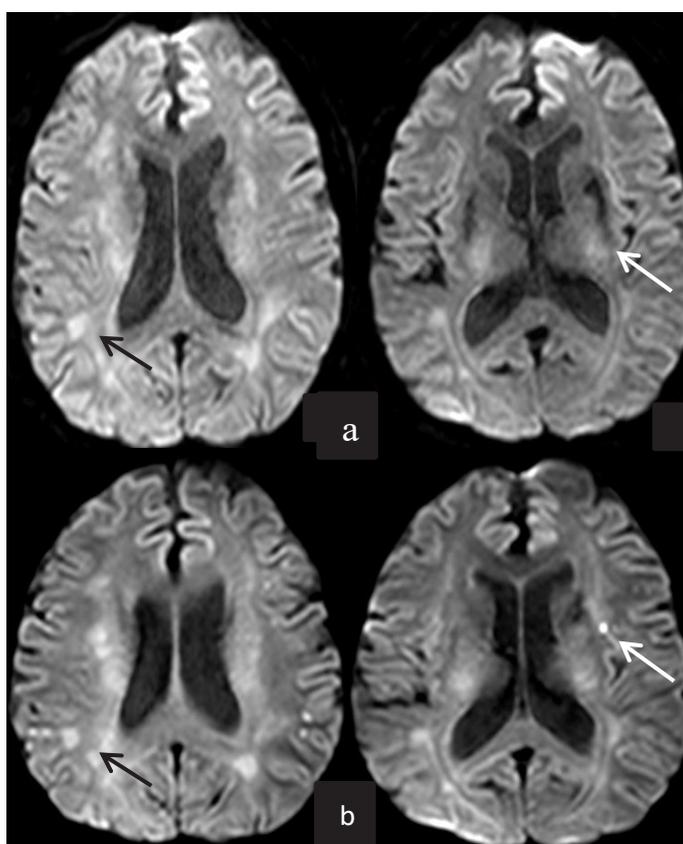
Secuencia DWI en la que se puede observar A) Estudio inicial. B) Estudio realizado dos días después.
